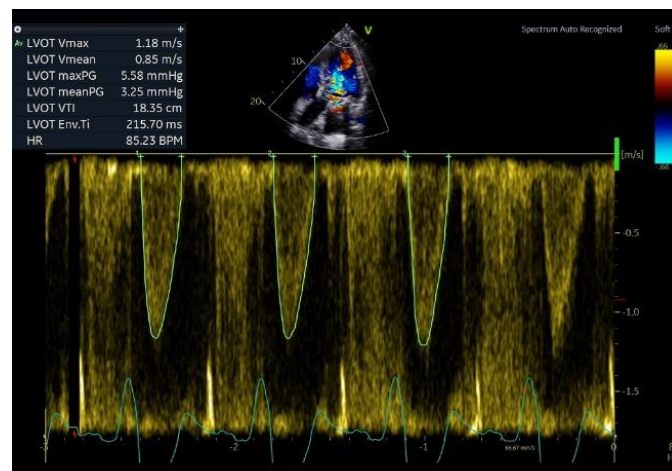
Janela apical 5 câmaras com o Doppler pulsado no trato de saída do ventrículo esquerdo para avaliar velocidade e gradientes de pressão.
